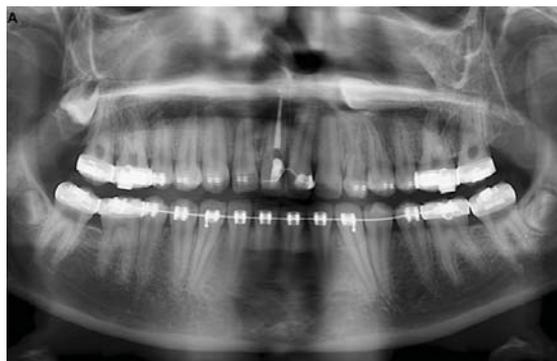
Radiographie panoramique. Ankylose des incisives centrales découverte chez une fille de 12 ans suite à un échec du traitement orthodontique (D'après Bousquet et Coll. [5]).
